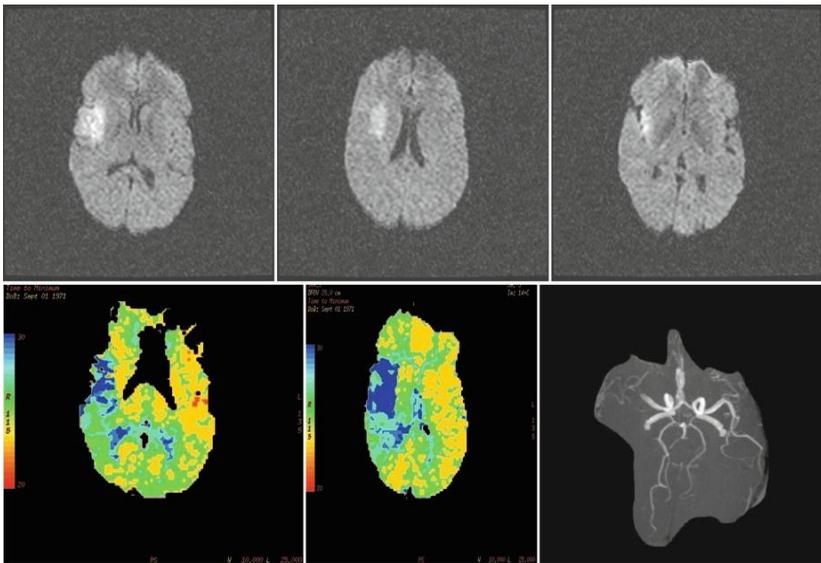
Gambaran infark pontine dari jenis MRI yang berbeda. Bagian atas merupakan gambaran T2 dan FLAIR. Gambaran DWI ditunjukkan pada gambar di kiri bawah, dan angiografi di kanan bawah.
